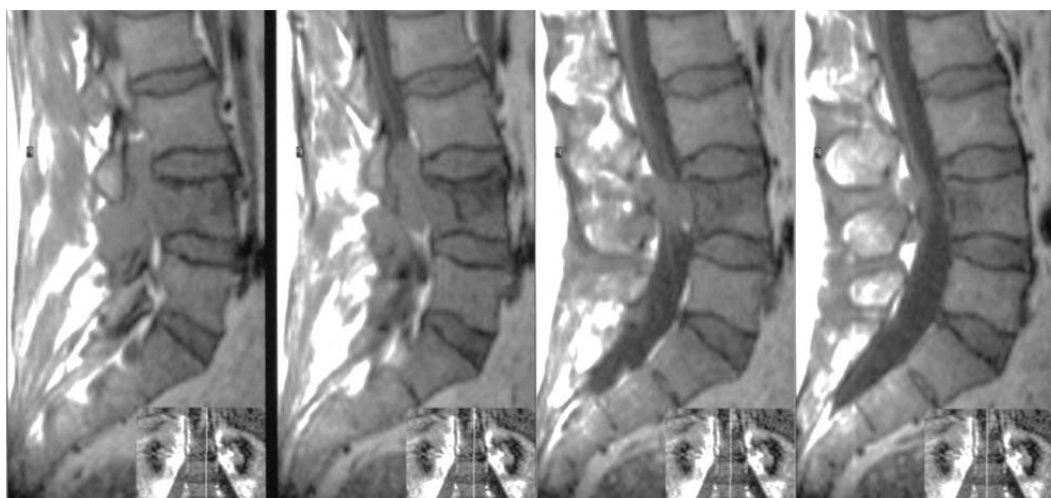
МРТ, сагітальна проекція. Саркома L4 хребця з епідуральним і паравертебральним розповсюдженням.
